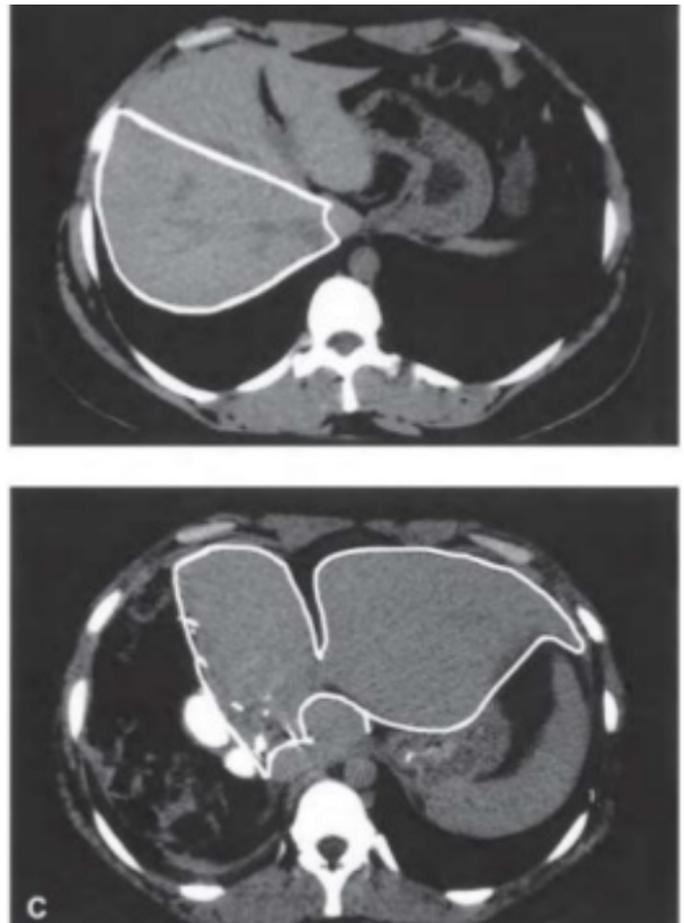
Hipertrofia hepática – TC.
